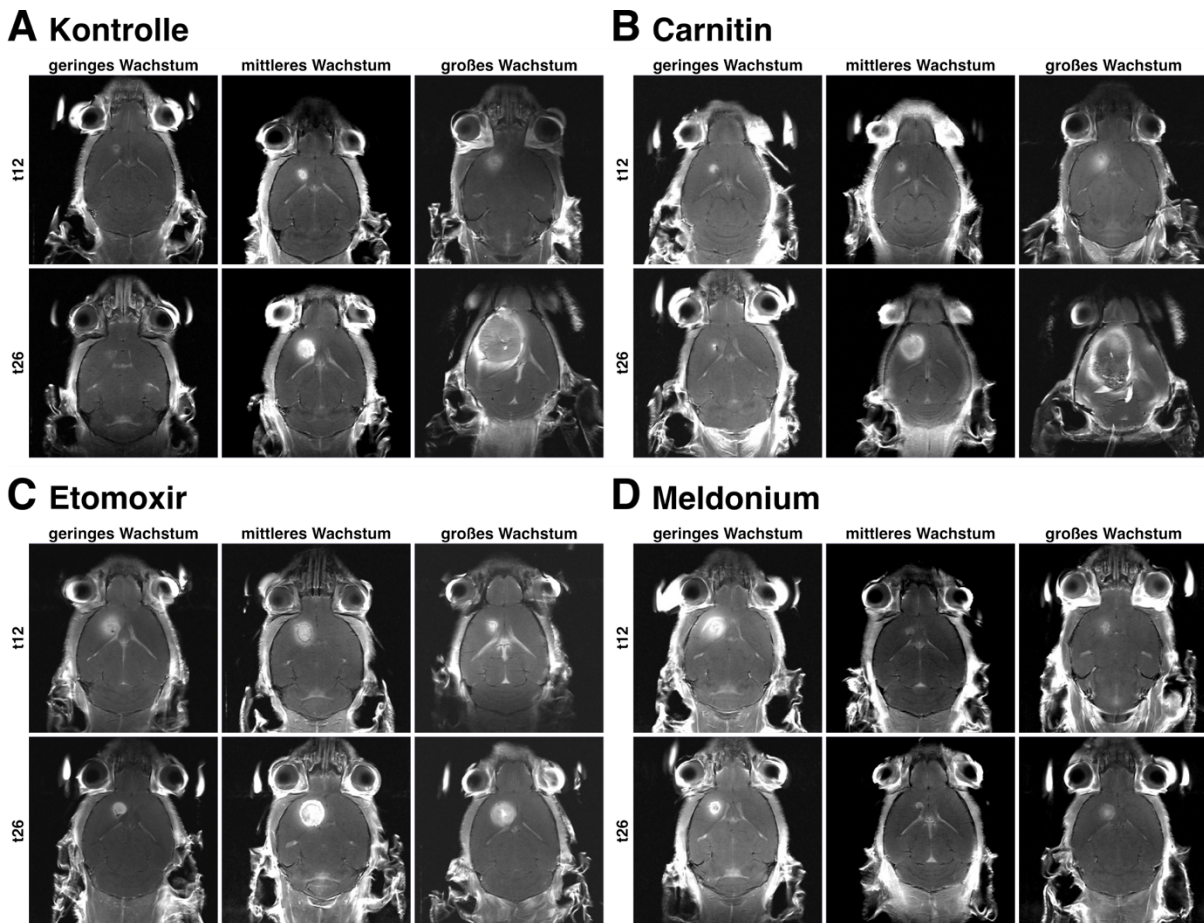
Darstellung von exemplarischen MRT-Aufnahmen des Gehirns nach Kontrastmittelgabe in T1 Wichtung von C57BL/6 Wildtyp Mäusen. Es sind vergleichend MRT-Bilder von Tag 12 (t12) und Tag 26 (t26) nach Tumorzellimplantation gezeigt: (A) Kontrolle, (B) Carnitin, (C) Etomoxir und (D) Meldonium. Quelle: Eigene Darstellung (2023), adaptiert nach [95].
